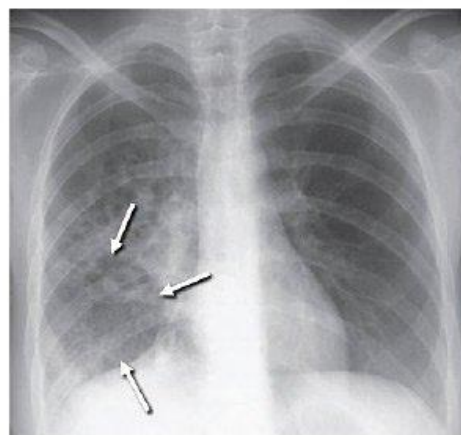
Radiografia de um pulmão sugestivo de tuberculose ^{b)}
